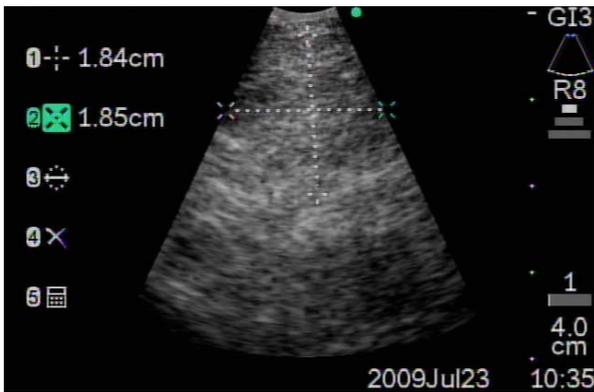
The endobronchial ultrasound imaging showed hyperechoic mediastinal mass.
